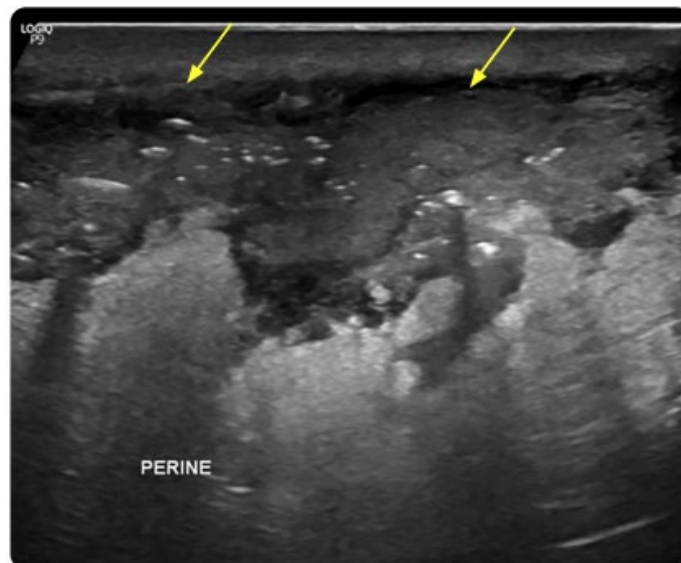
Ecografía testicular en escala de grises: marcados cambios inflamatorios (flechas amarillas) hacia la región perineal en estudio.
